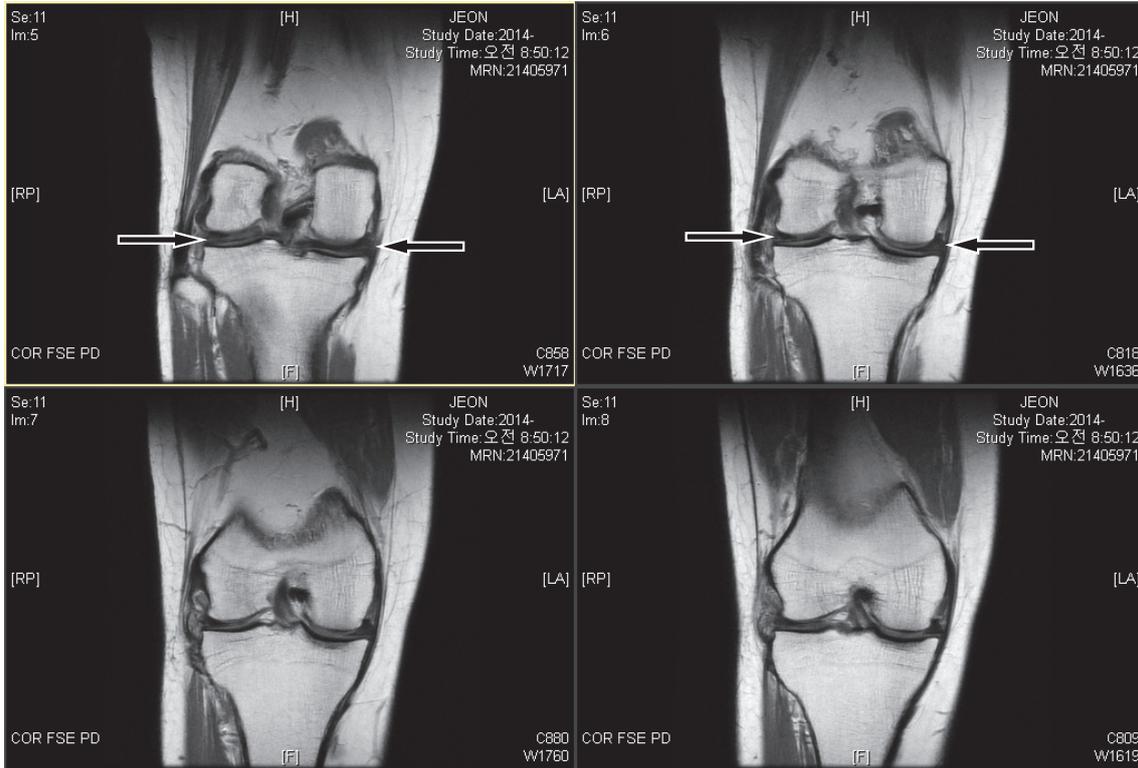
Right knee MRI of case 1
